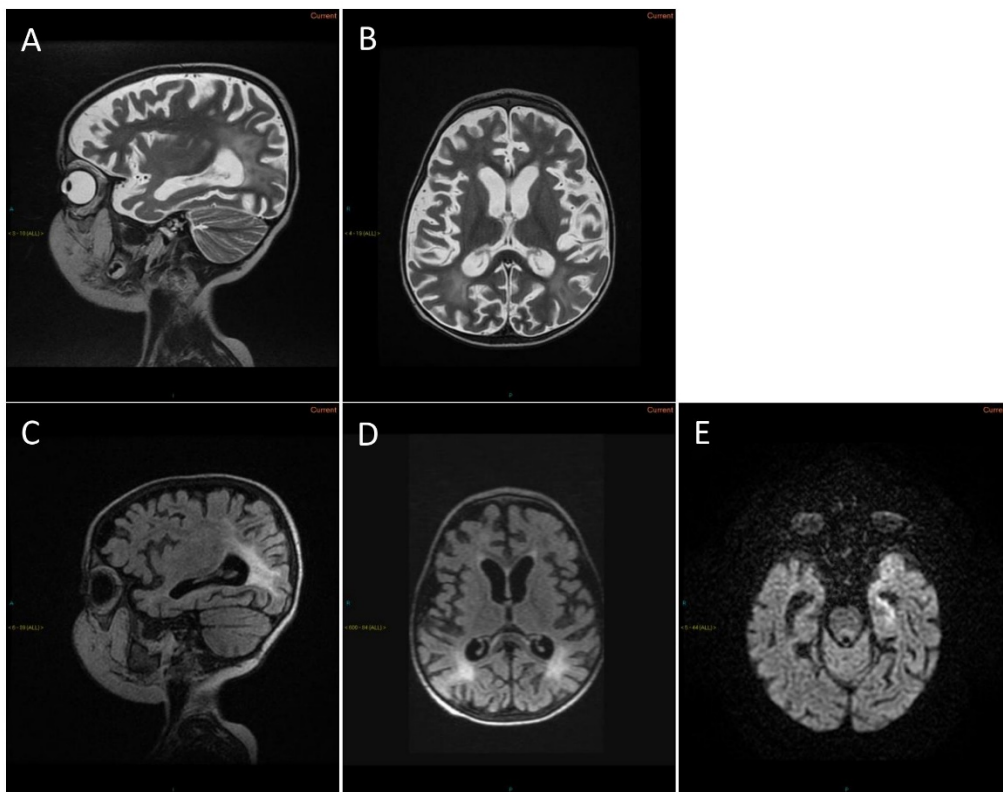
First magnetic resonance imaging performed on day 81. (A) sagittal T2, (B) axial T2, (C) sagittal FLAIR, (D) axial FLAIR, (E) axial DWI, demonstrating symmetric, bilateral white matter
